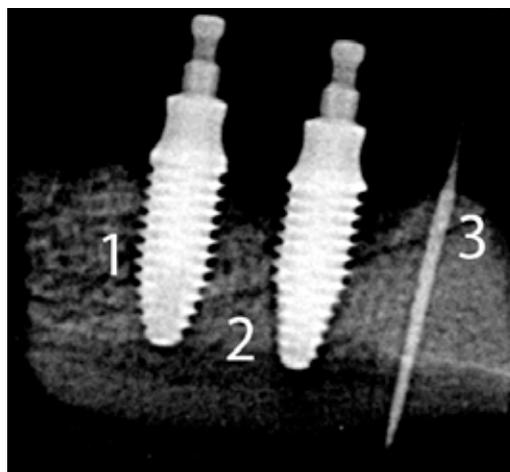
Рентгеновский снимок фрагмента верхней челюсти у свиней с дентальными имплантатами (1, 2) и контрастным проводником (3).
